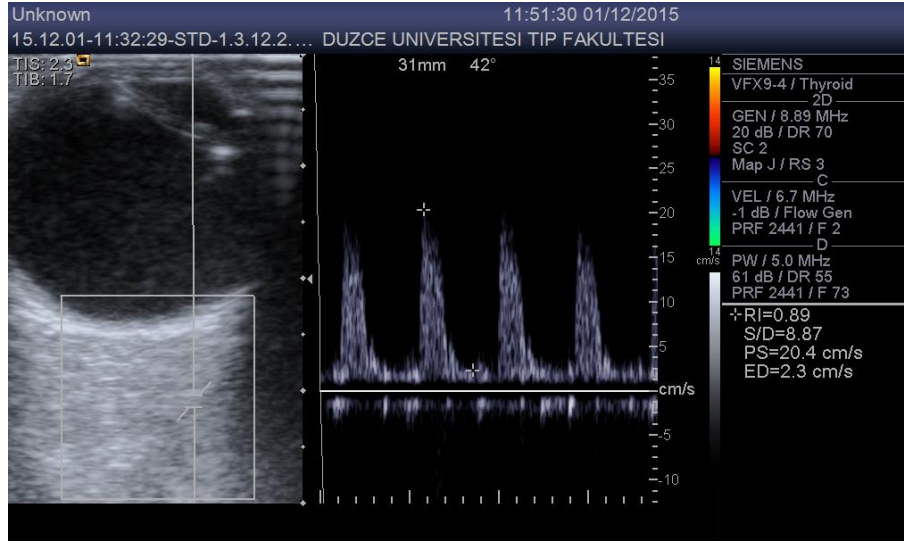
Oftalmik arterin doppler frekans kaymasının spektral analizi (107).
